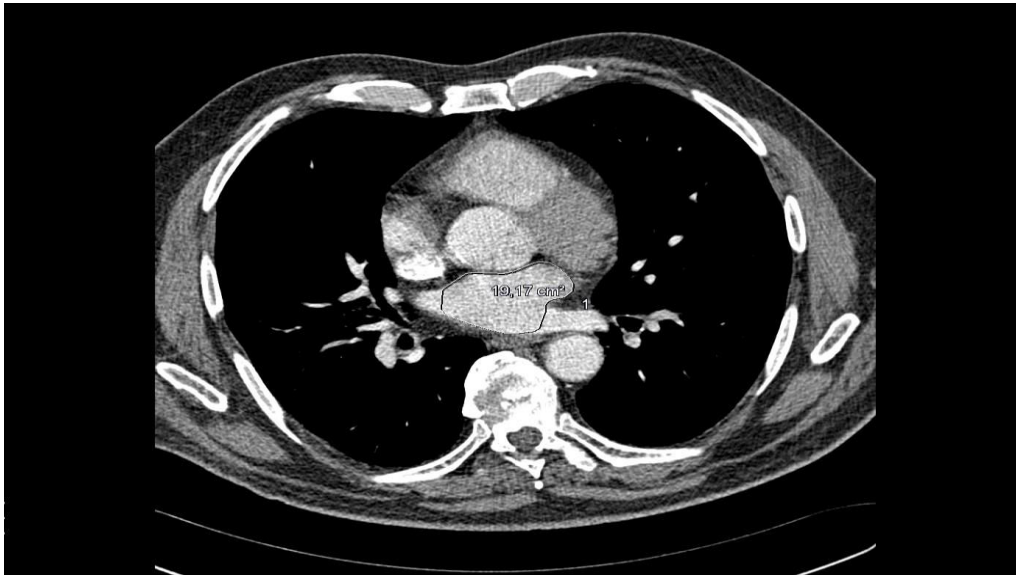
Beispiel für LAV-Messung, CT-Bild von Patient X prä Ablation: Fläche 19,17 cm²
